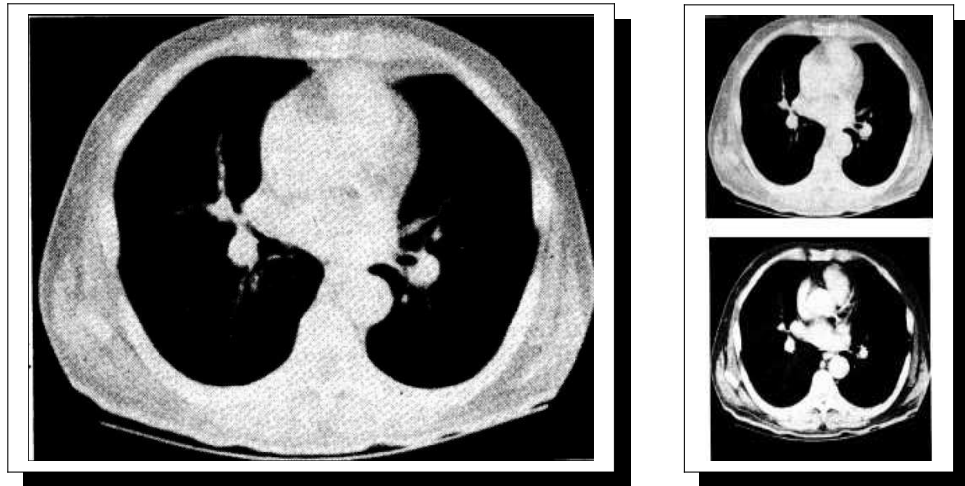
Compression lossy di una slice di un esame TAC toracico
